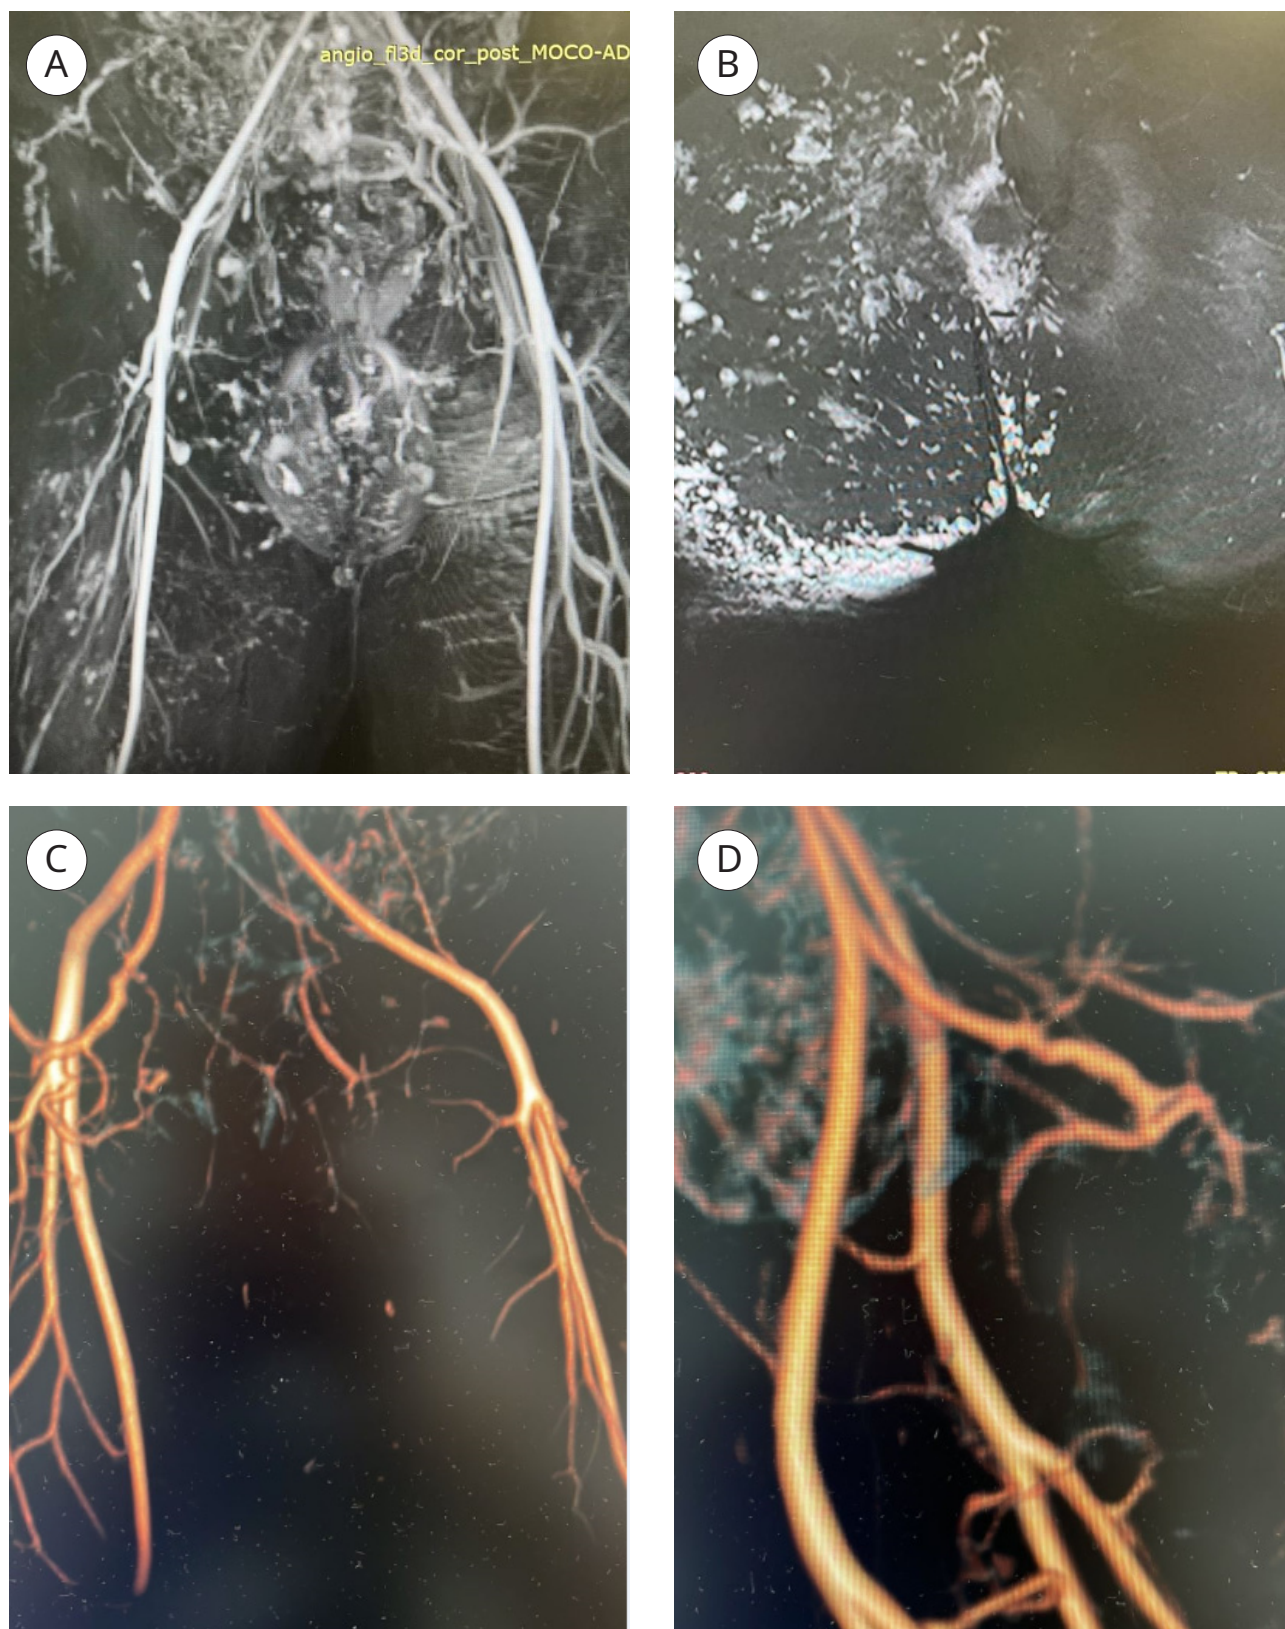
КТ-сканы венозной мальформации больного в сосудистом режиме и режиме 3D-ангиорекострукции [Больной А., 28 лет]: А — КТ-картина обширной венозной мальформации с наличием выраженной патологической сосудистой сети в тазу; В — КТ-картина обширной венозной мальформации с наличием выраженной патологической сосудистой сети ягодичной области; С — состояние после эмболизации правой внутренней подвздошной артерий; D — окклюзия левой внутренней подвздошной артерии
